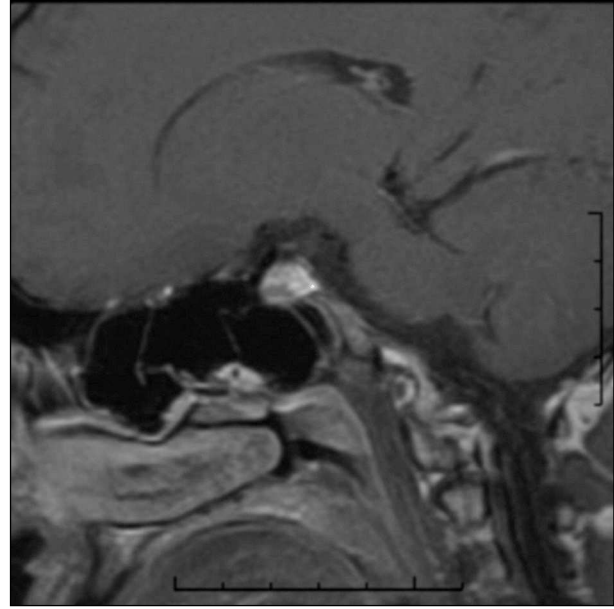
Imagen de resonancia magnética en corte sagital que muestra la misma lesión hipocaptante en la zona inferior de la glándula.
